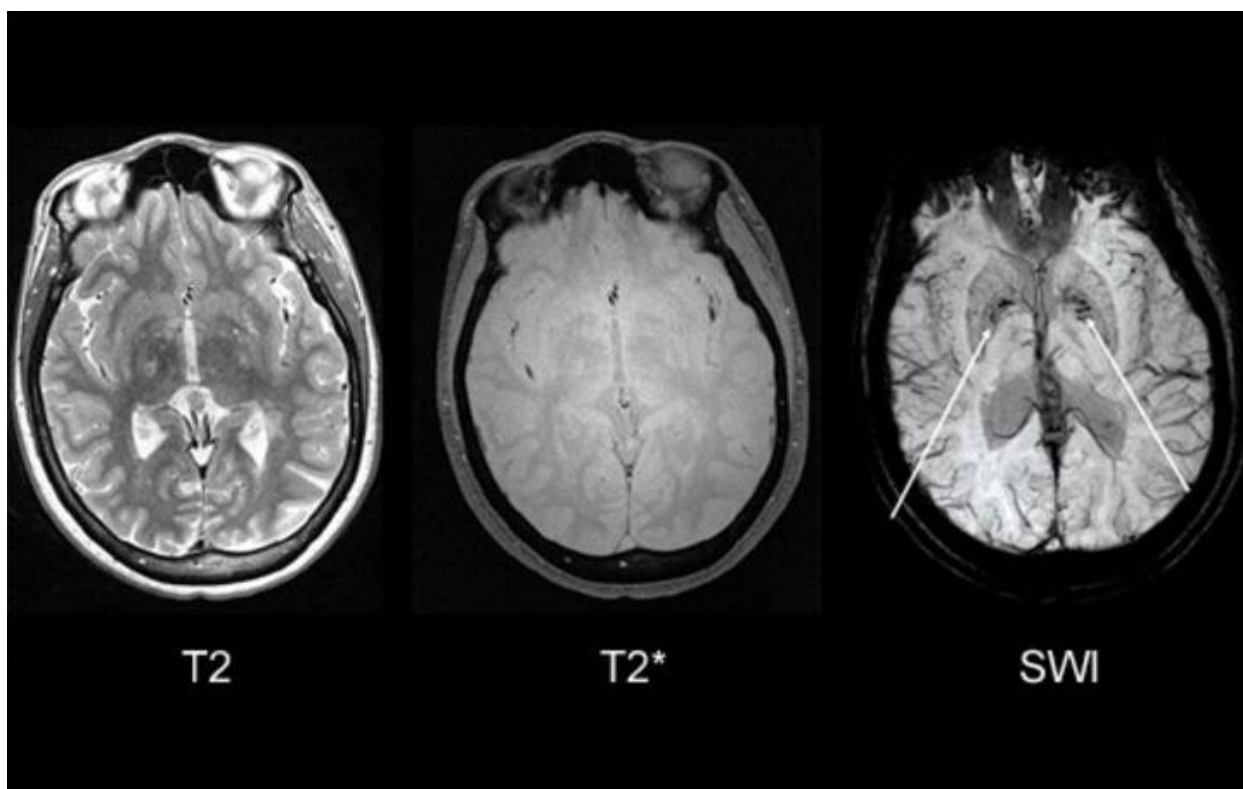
Порівняння SWI МРТ послідовності із T2 та T2* послідовностями. Білими стрілками відмічені ділянки депонування заліза у блідій кулі, що не визначаються на T2 та T2* послідовностях.
